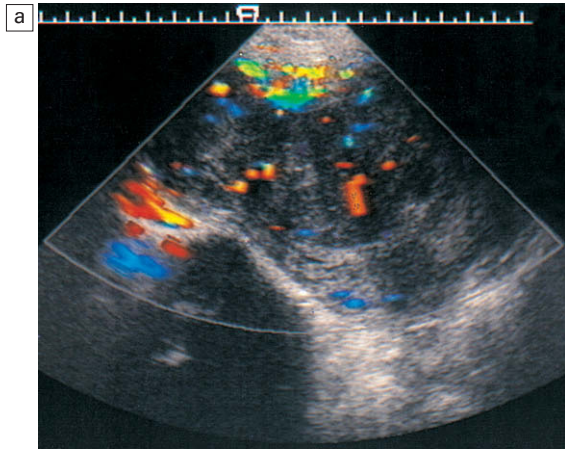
a) Flujo sanguíneo irregular en el margen y en el interior de los miomas uterinos. En las imágenes en escala de grises había signos de necrosis parcial. b) Espectros de Doppler de la misma paciente que muestran un aumento de las velocidades sistólicas y diastólicas con reducción de los índices de resistencia, lo cual indica hiperemia uterina con los miomas vascularizados.
